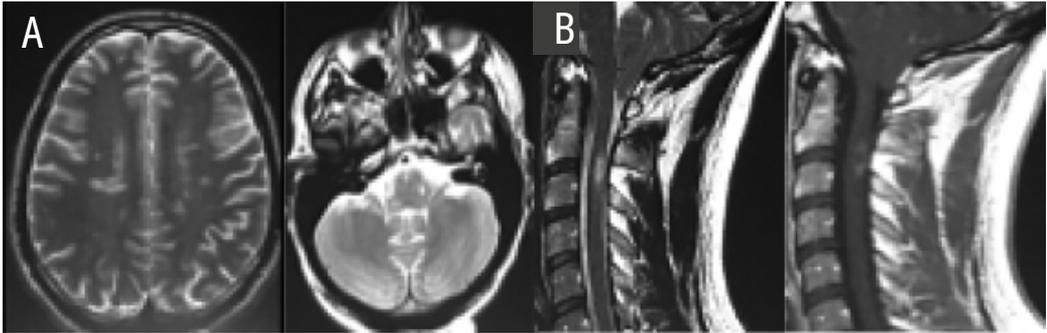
A) Resonancia magnética de cerebro. Secuencia T2, cortes axiales. Múltiples lesiones de sustancia blanca a nivel periventricular, subcortical e infratentorial. B) Resonancia magnética de columna cervical. Cortes sagitales. Imagen hiperintensa C2-C3 que compromete cordones posteriores y que realiza tras la administración de gadolinio.
